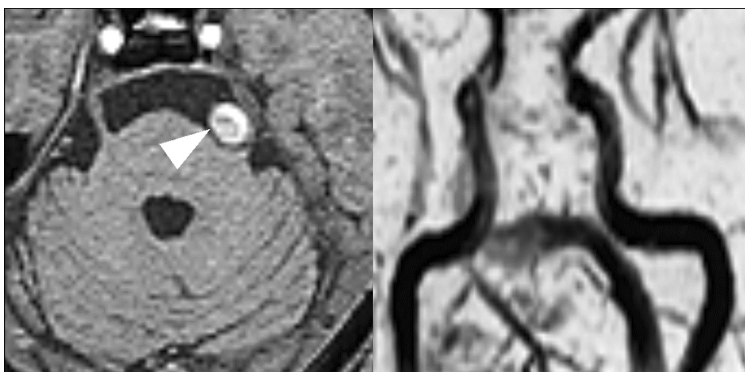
3D-TOF MR images shows that left vertebral artery is offending vessel for trigeminal neuralgia.
